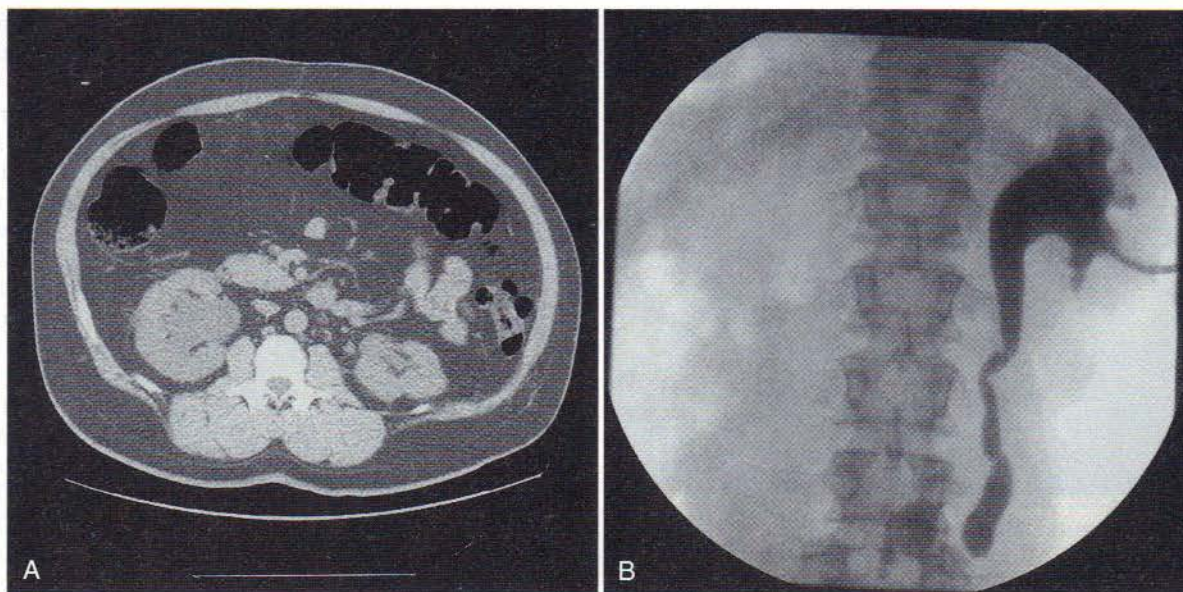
A CT-KUB O TC-RUV (A) și o nefrostogramă antegradă cu pacientul în decubit ventral (B) demonstrând hidronefroza dreaptă cu ureter dilatat până la jonțiunea ureteroileală. Pacientul este un bărbat cu spina bifida a cărui vezică a fost augmentată și ureterele reimplantate cu 10 ani înainte. Cauza obstrucției a fost o strictură inflamatorie.
